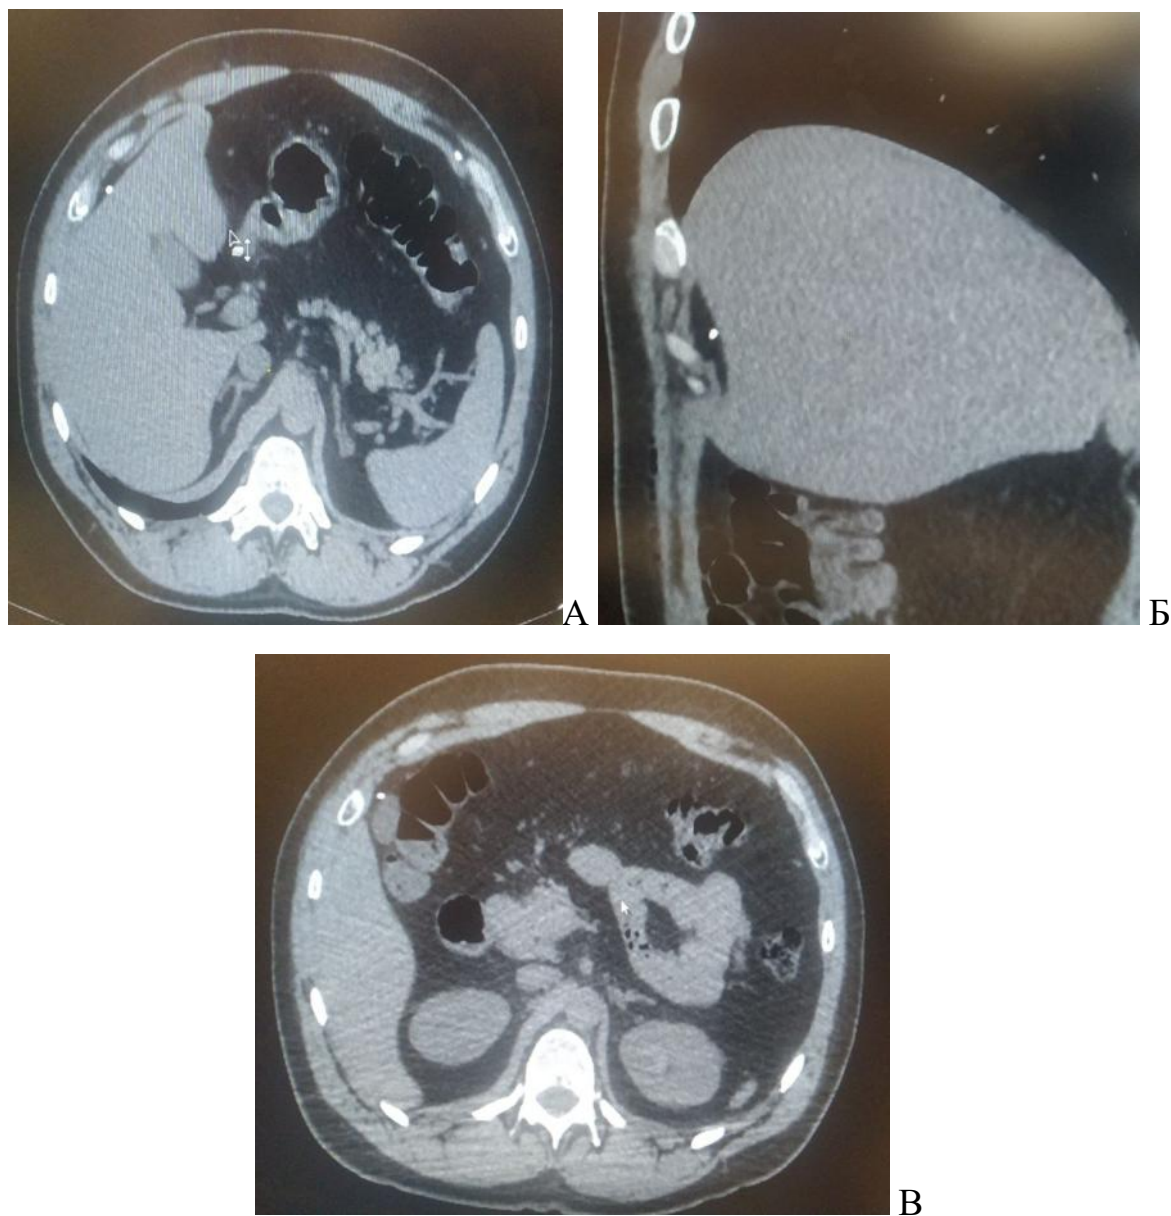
МСКТ грудей та живота пораненого В., 45 років, перша та друга доба після поранення. Стороннє тіло (металевий осколок) визначається по переду від печінки в піддіафрагмальному просторі: А – аксіальна проекція; Б – сагітальна проекція; В аксіальна проекція на другу добу після поранення, металевий осколок мігував в підпечінковий простір.
